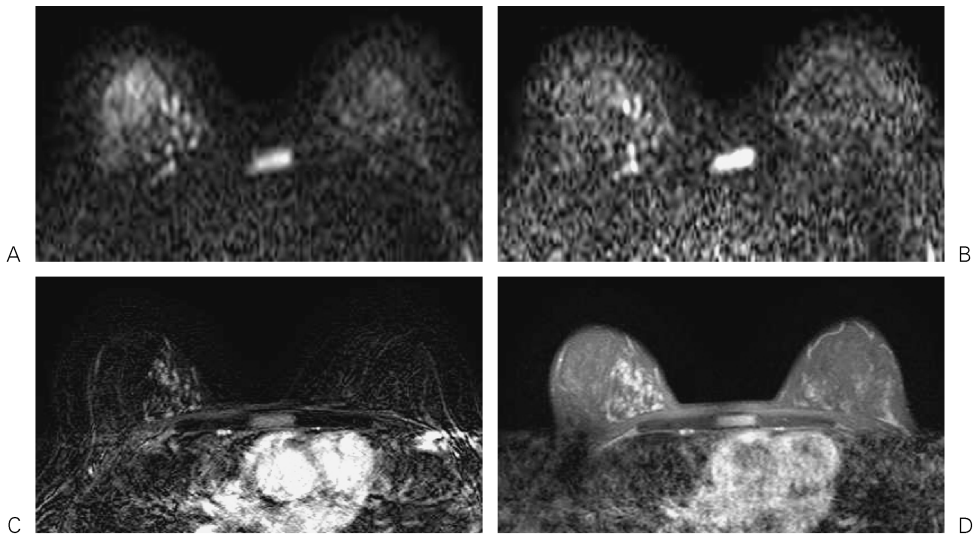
A 46-year-old female with invasive ductal carcinoma associating wide intraductal spread is shown. Multiple high signal spots are noted in the upper medial area of the right breast both on DWI with $b=750$ (A) and DWI with $b=1500$ (B). These lesions show obvious contrast uptake on subtracted dynamic study (C) and postcontrast T1-TSE with fat suppression. These findings are consistent with breast cancer with intraductal spread. However, these lesions are too small and may be overlooked if the reader does not pay attention to the laterality between the bilateral breasts.
